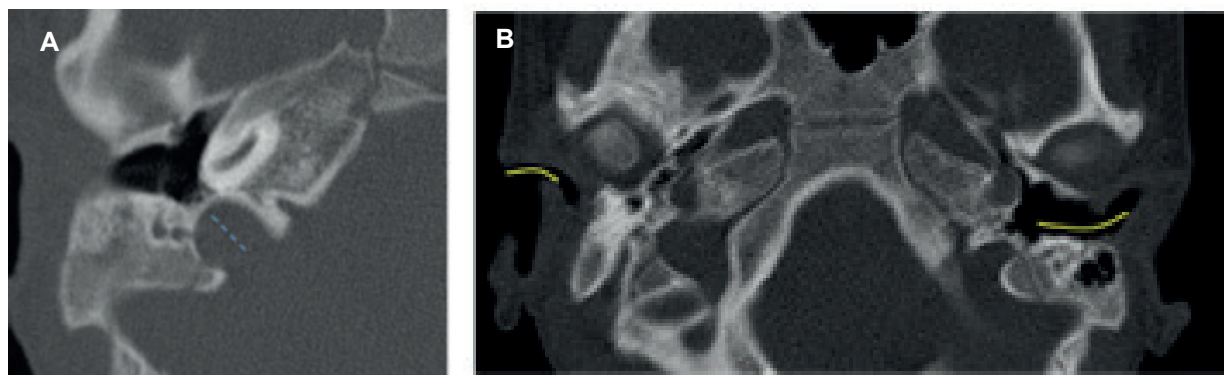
Malformación del oído externo y medio con bulbo yugular alto derechos. TC de peñascos, cortes axiales. A. Mesotímpano del lado derecho con ausencia del manubrio del martillo y de la apófisis larga del yunque. Se identifica, además, un bulbo yugular alto con plato sigmoideo adelgazado, aunque no dehiscente (línea discontinua azul). B. CAE derecho que se encuentra estenosado con respecto al contralateral (indicados con líneas amarillas). Fuente: imágenes obtenidas del archivo del paciente.
